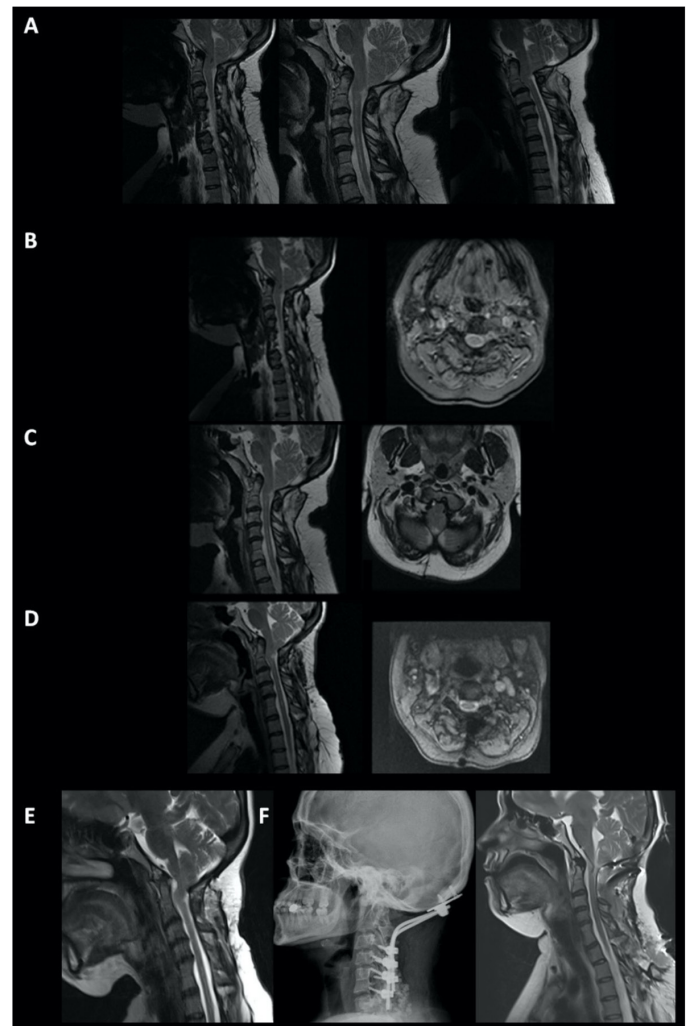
Olgu 1'in ameliyat öncesi (A) ve ameliyat sonrası (B) MR ve BT görüntüleri
